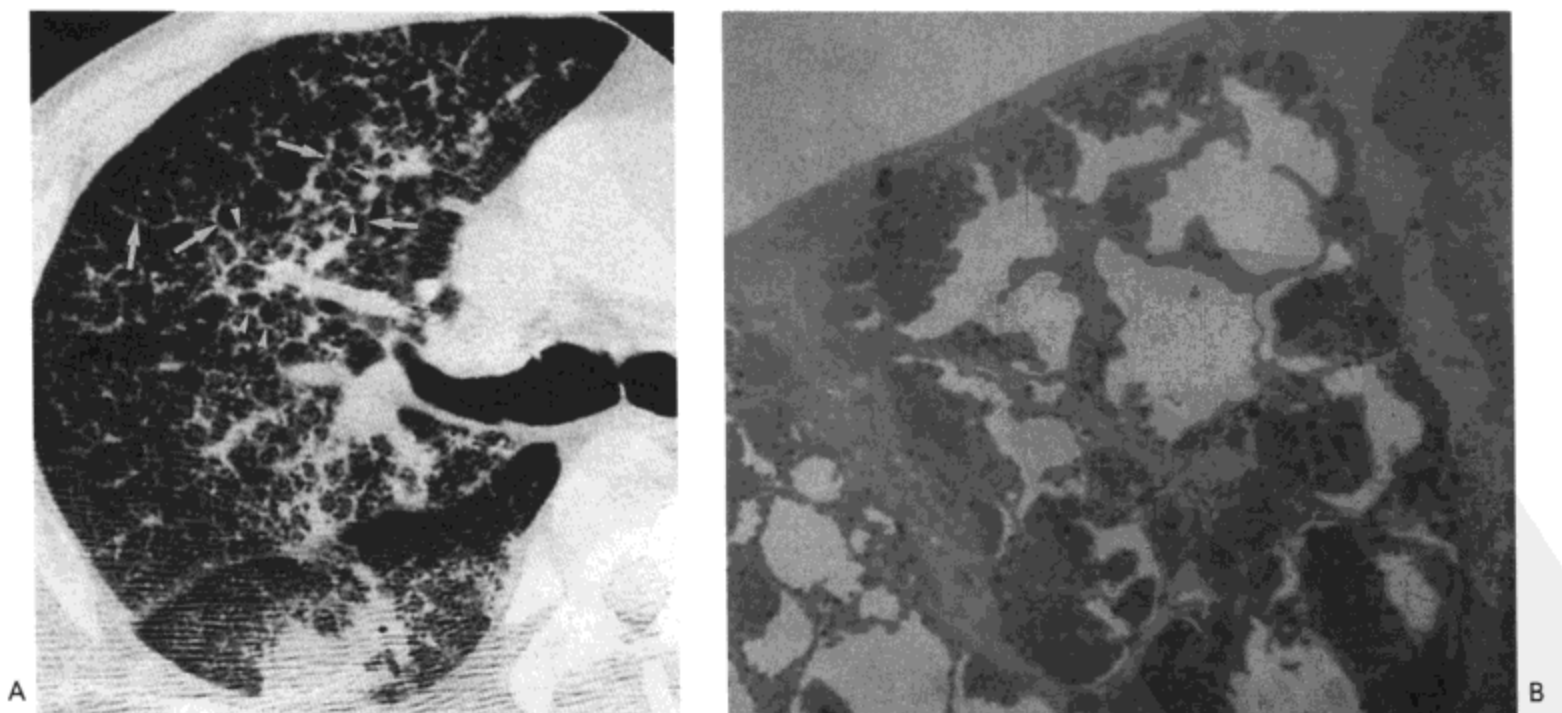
原发性肺出血。A：高分辨率CT影像示小叶间隔增厚（箭号）与小叶内网状影（箭头）重叠于磨砂玻璃样密度之上。B：组织学检查示肺泡内出血与纤维组织使小叶间隔增厚。病人男，42岁。
